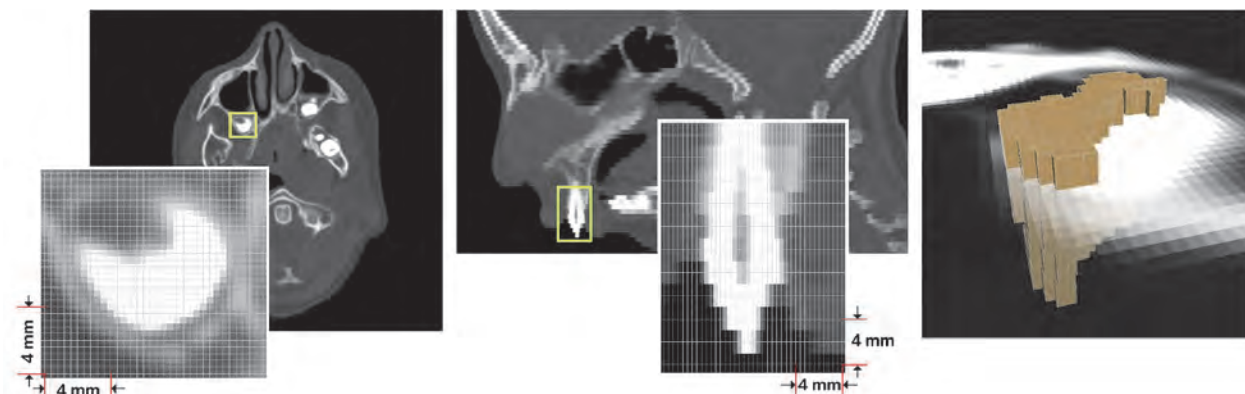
Данные томографического изображения: от пикселей до вокселей.
